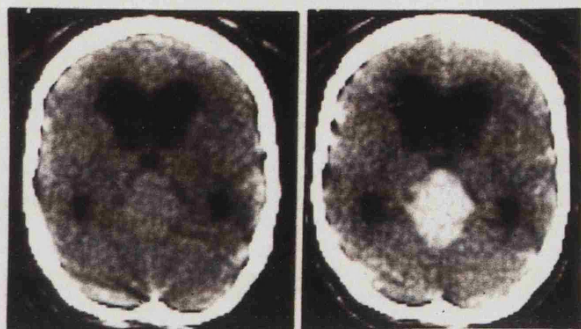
Imagen TAC, sin y con contraste, de un pinealoblastoma (Caso 39).
